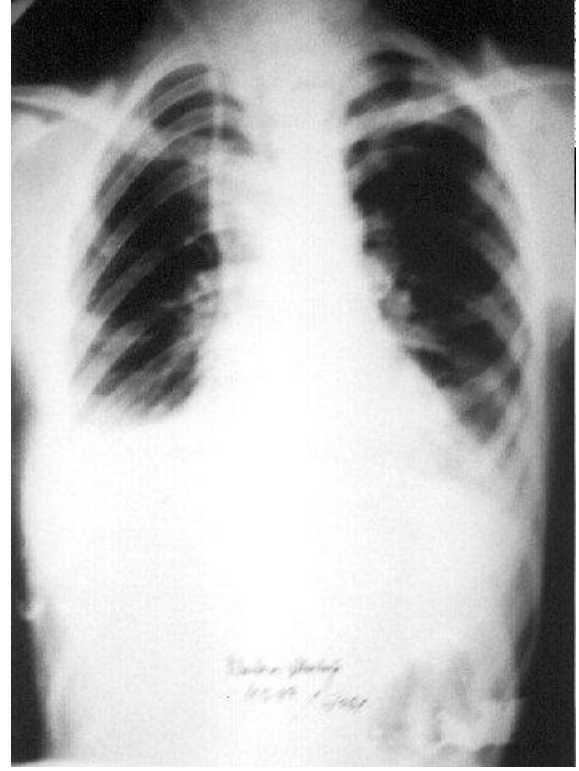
PA akciğer grafisinde bilateral, tabanı plevraya dayalı konsolidasyon alanları izlenmektedir
